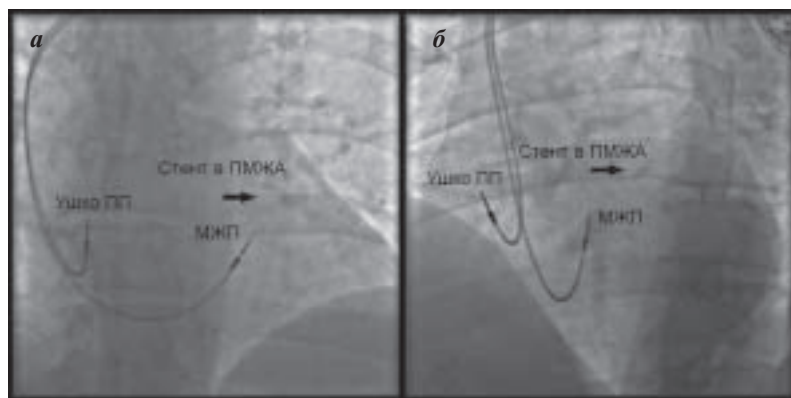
Интраоперационные рентгенограммы пациента с имплантированными электродами в ушко ПП и МЖП в выходном отделе ПЖ в прямой (а) и левой боковой (б) проекциях. У этого же пациента ранее было выполнено стентирование передней межжелудочковой артерии. В левой боковой проекции хорошо видно что электрод направлен к межжелудочковой перегородке и соответственно к стенке в ПМЖА. Обозначения: ПП - правое предсердие; МЖП - межжелудочковая перегородка; ПМЖА - передняя межжелудочковая артерия.
